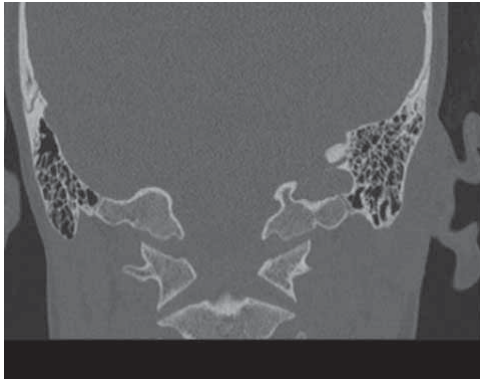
Спиральная компьютерная томография височных костей пациента 8 лет с дермоидной кистой левого уха, коронарная проекция. В зоне поражения локальное увеличение объема тканей без поражения височной кости
